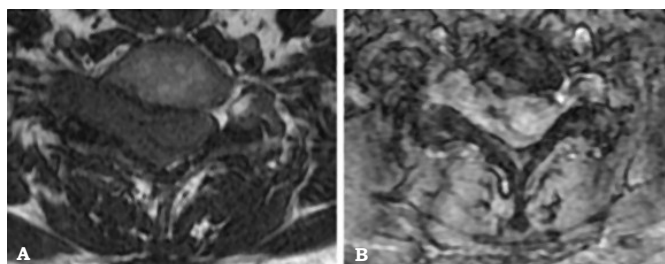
Cortes axiales de RMN en secuencia T2 que muestra una lesión isointensa que está lateral derecho y posterior a la médula, y se amplía el foramen de conjugación y no se observa la raíz del mismo lado.
